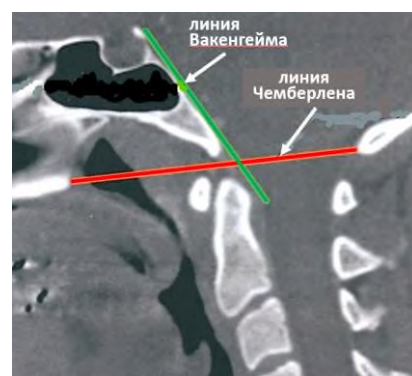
Линии Чемберлена (красная) и Вакенгейма (зеленая) на сагиттальной КТ.
